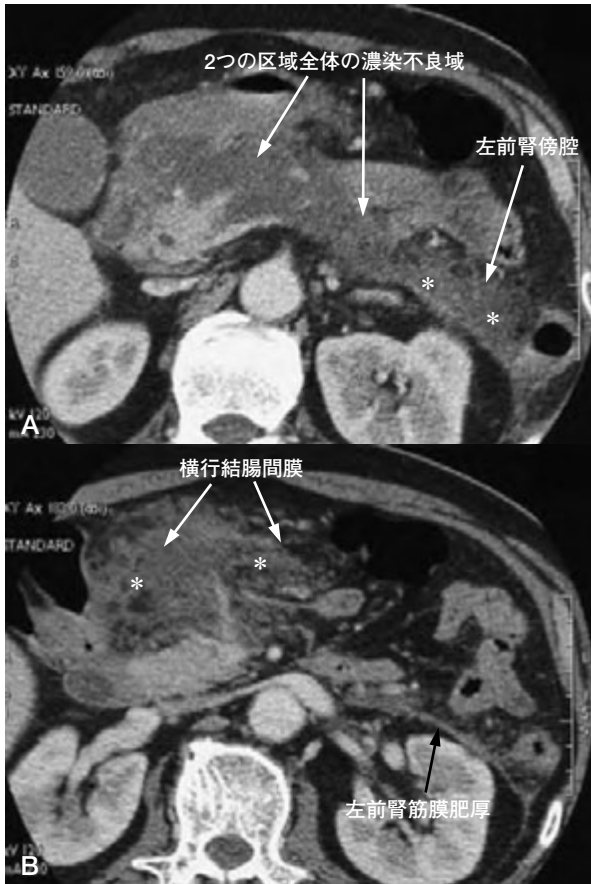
重症急性壊死性膵炎 (CT Grade 3)
